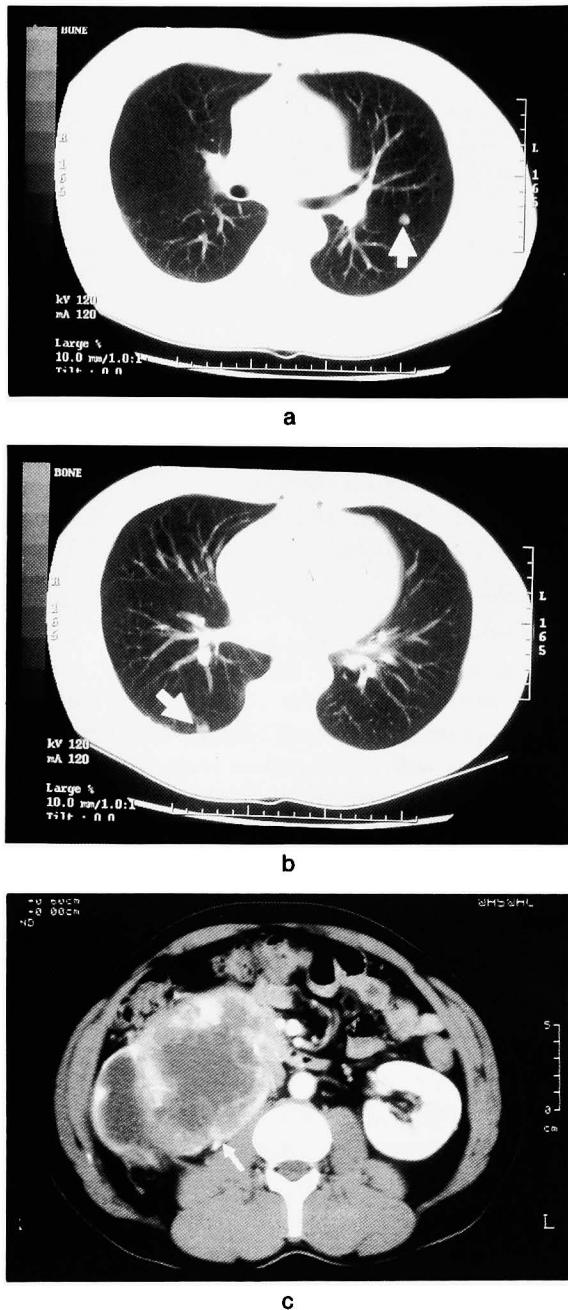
CT showed bilateral lung mass (a, b) and a mass in the retroperitoneal space (c), which was diagnosed as a right renal tumor (arrow).
